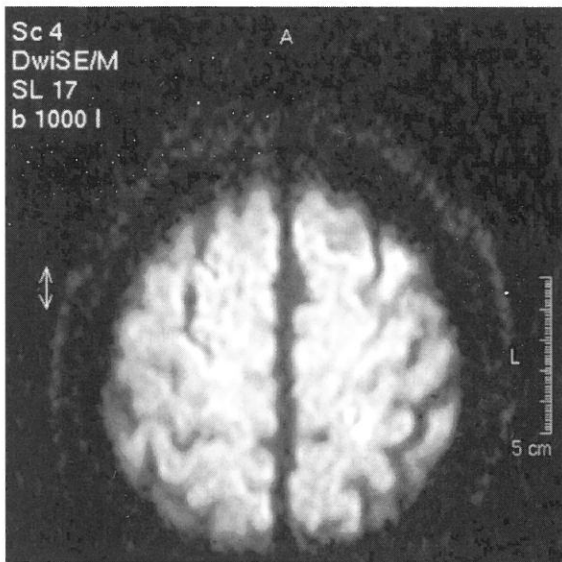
MRI 拡散強調画像にて左頭頂葉皮質下に高信号域を認める
